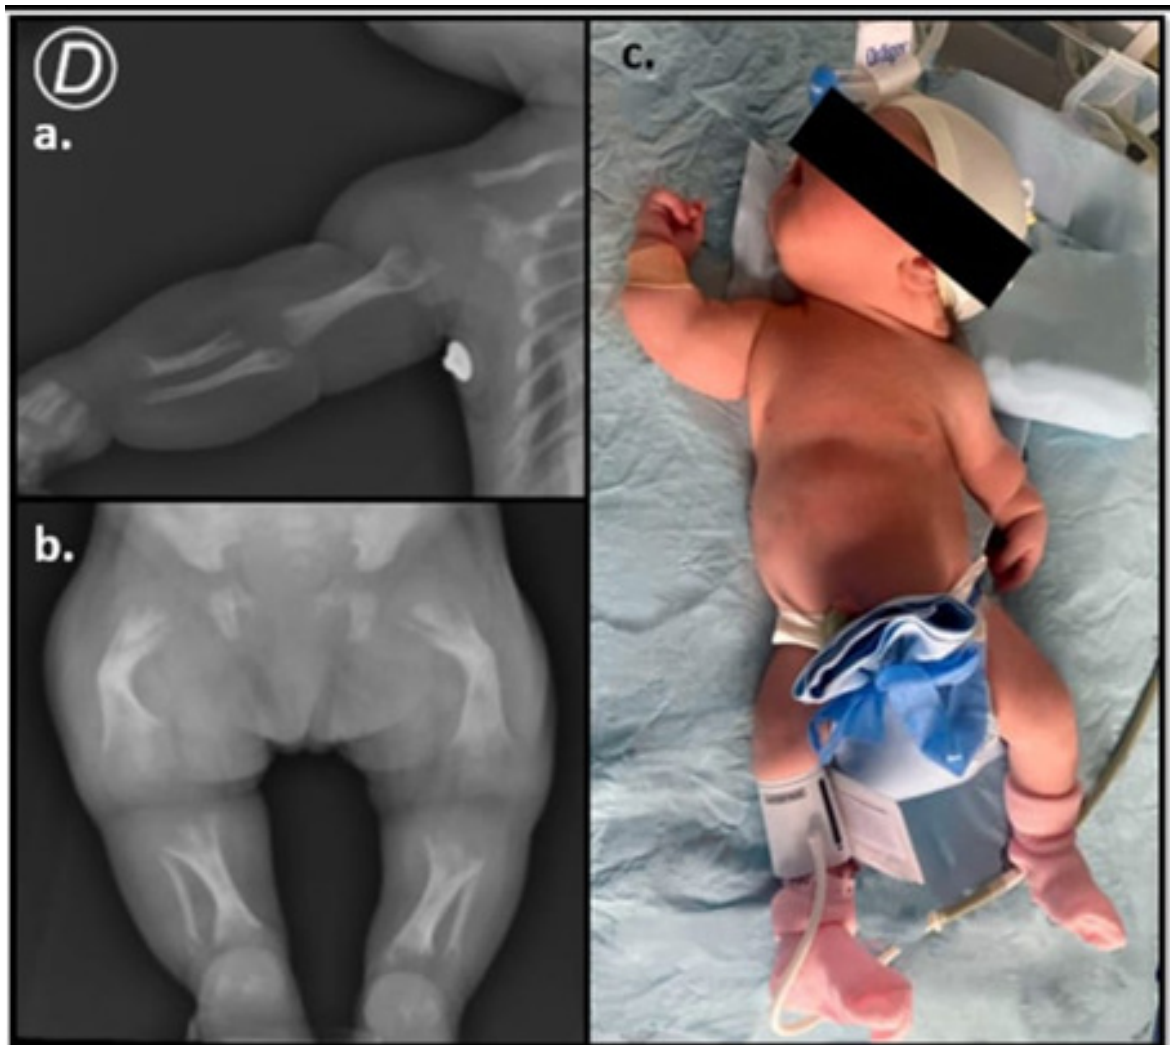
RADIOGRAFÍA EXTREMIDADES RECIÉN NACIDO: A. ENSANCHAMIENTO Y FALTA DE OSIFICACIÓN DE METÁFISIS Y EPÍFISIS PROXIMALES HÚMERO, RADIO Y CUBITO; DENSIDAD ÓSEA DISMINUIDA. B. ENSANCHAMIENTO Y FALTA DE OSIFICACIÓN DE METÁFISIS Y EPÍFISIS PROXIMALES FÉMUR, TIBIA, PERONÉ; ENCORVAMIENTO DE LAS DIÁFISIS MEDIAS EN FÉMUR; DENSIDAD ÓSEA DISMINUIDA. C. PRESENTACIÓN FENOTÍPICA DE RECIÉN NACIDO CON HIPOFOSFATASIA PRENATAL.
